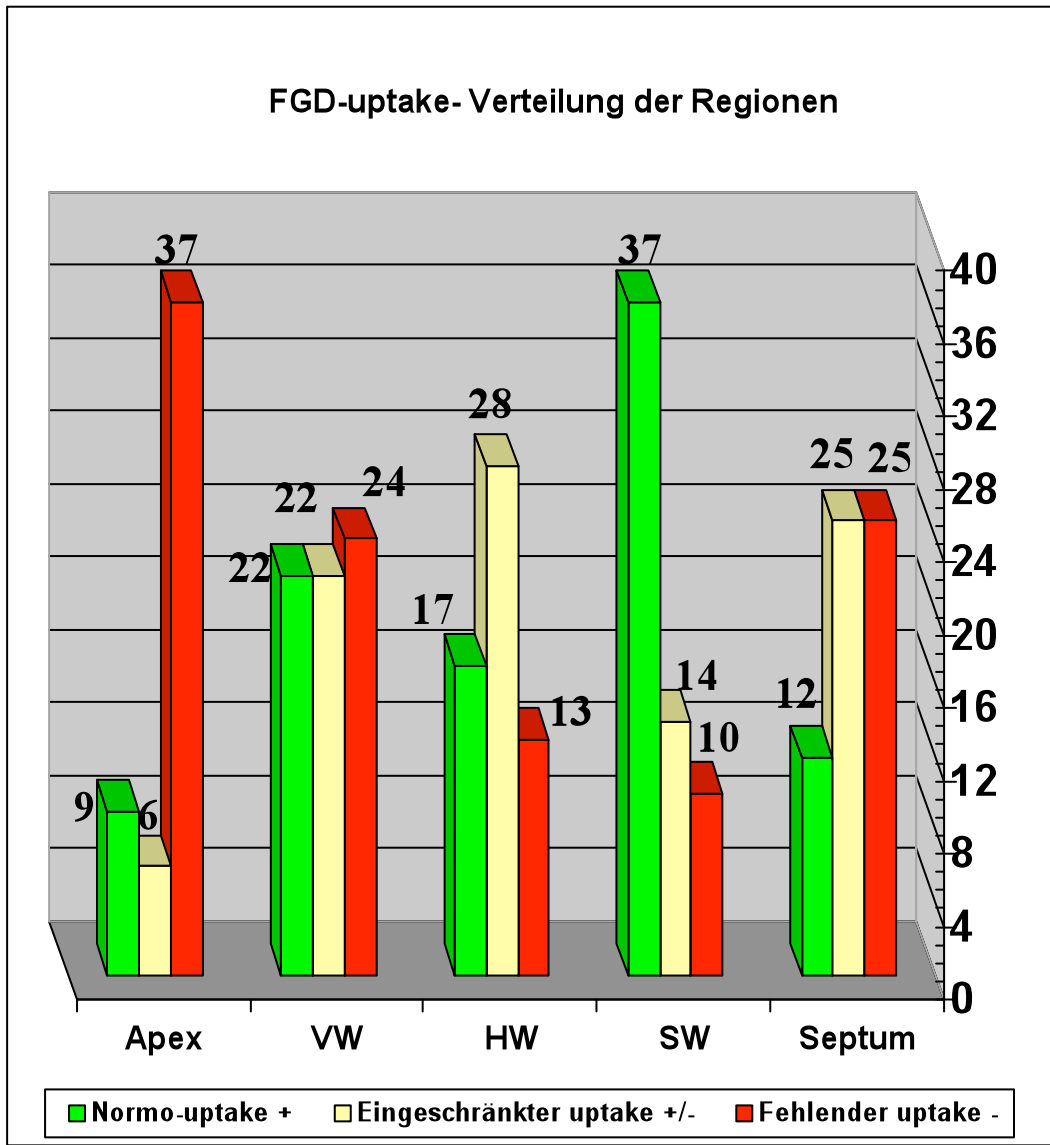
FDG-Uptake/ Verteilung der Regionen
